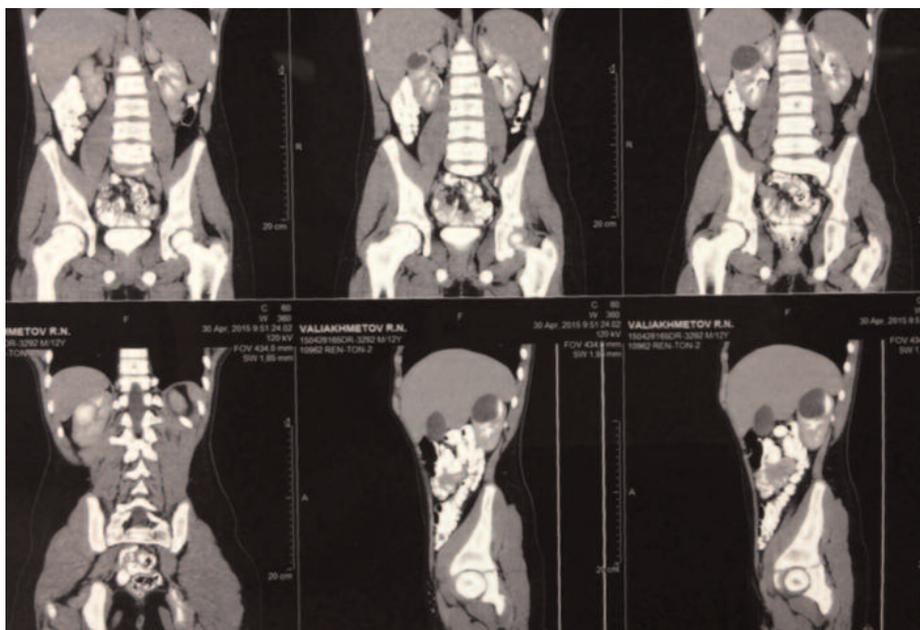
Компьютерная томограмма пациента В., 12 лет от 30.04.2015. В верхнем полюсе правой почки определяется кистозное образование, накапливающее контрастное вещество, максимальными размерами 38×40×50 мм
